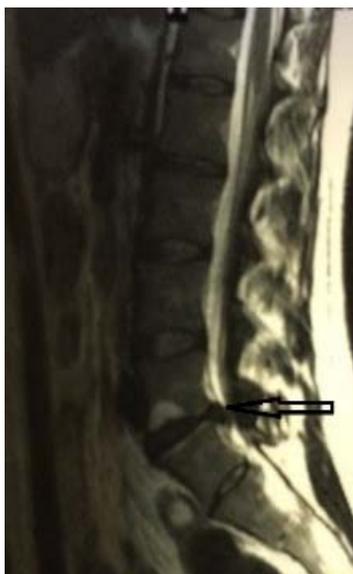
МРТ пояснично – крестцового отдела позвоночника пац-ки Ф-ой., 28 лет, история болезни № 1172, грыжа диска LV-LVI (показано стрелками, сагиттальный срез)
